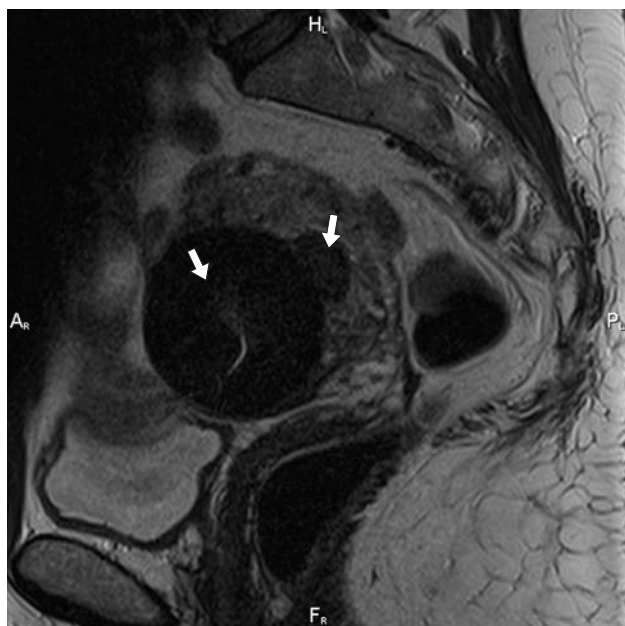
МР-томограмма малого таза. T2ВИ в сагиттальной плоскости. Определяются два лейомиоматозных узла с признаками гиалиновой дегенерации (стрелки).
